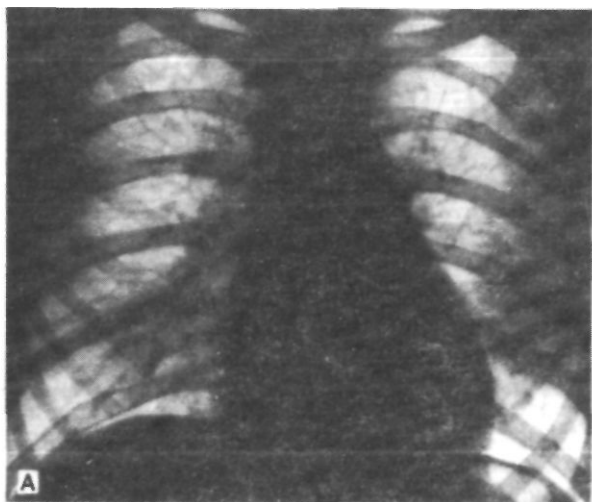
Рентгенограммы грудной клетки больной К. с дефектом аортолегочной перегородки I гемодинамической группы в передне-задней (А), первой косой (Б) и второй косой (В) проекциях. Отсутствие выраженных изменений со стороны сердца и малого круга кровообращения.
